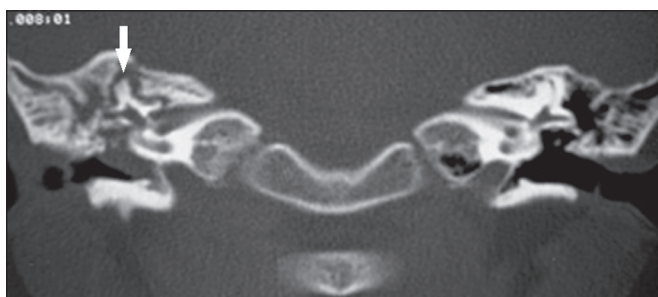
Otomastoidite complicada com osteomielite. TC, janela óssea, corte coronal demonstrando otomastoidite à direita associada a sequestro ósseo de perneio (seta).
